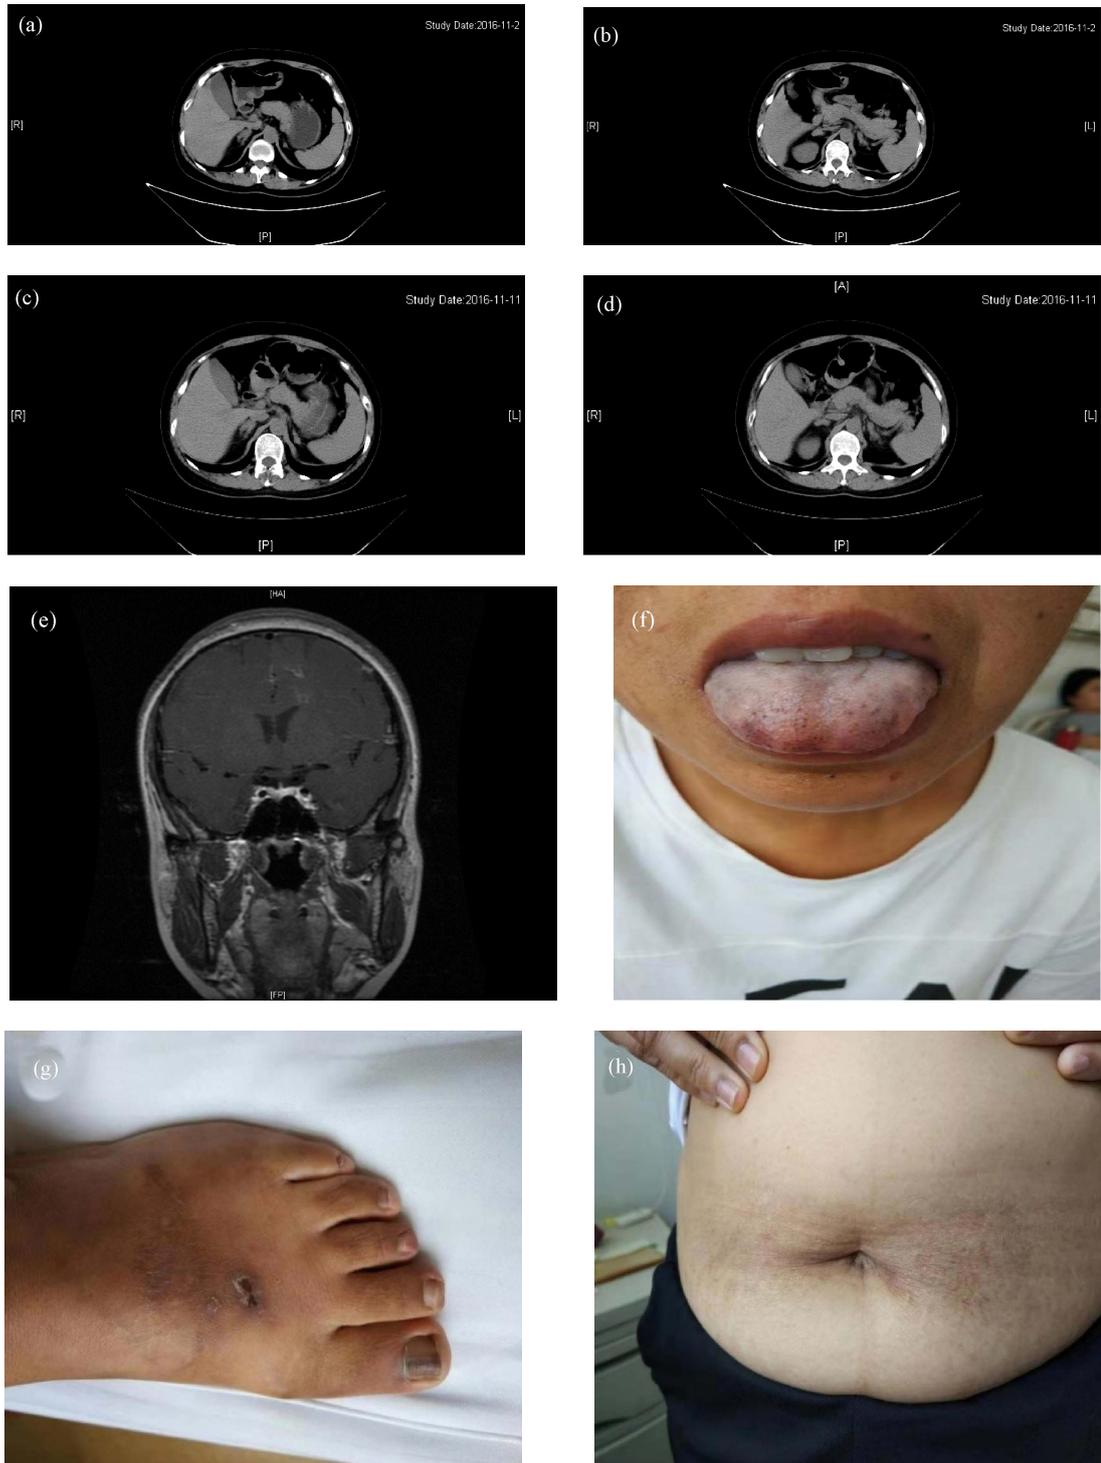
(a)-(d) Adrenal CT and enhanced CT during the first hospitalization showed nodular thickening of both adrenal glands, the arrow points to the thickened adrenal glands; (e) Enhanced pituitary MRI indicated pituitary microadenoma at the first hospitalization, the arrow points to a microadenoma; (f) Scattered black composure on the tongue; (g) Black toenail; (h) Dark around the navel
